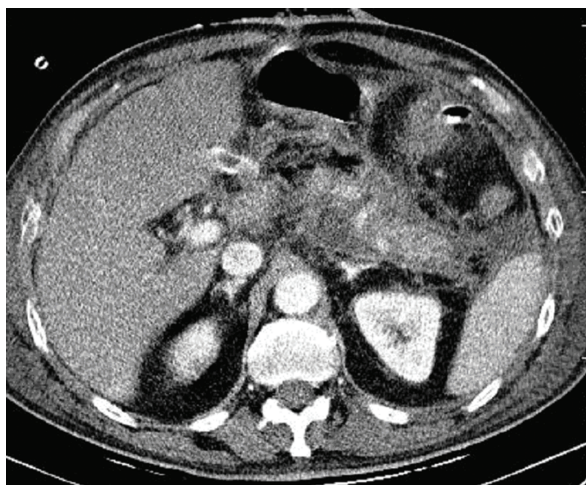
Компьютерная томограмма пациента с панкреонекрозом. Артериальная фаза, аксиальный срез. Панкреонекроз. Парапанкреатические абсцессы
